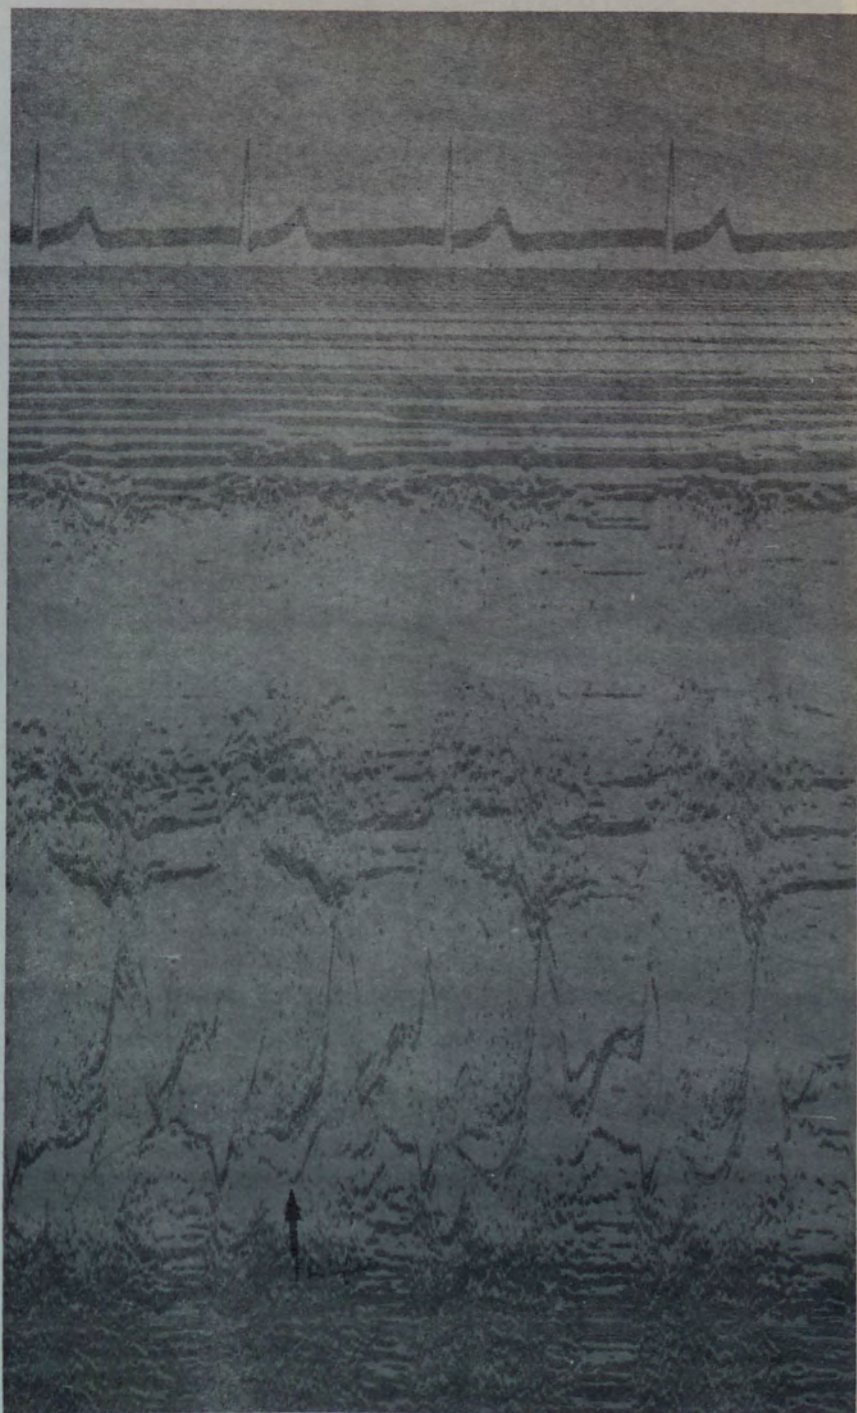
Caso nº 23 (LT). O ecocardiograma desse paciente confirmou a presença de prolapso holossistólico da valva mitral, às custas do folheto posterior (seta).
